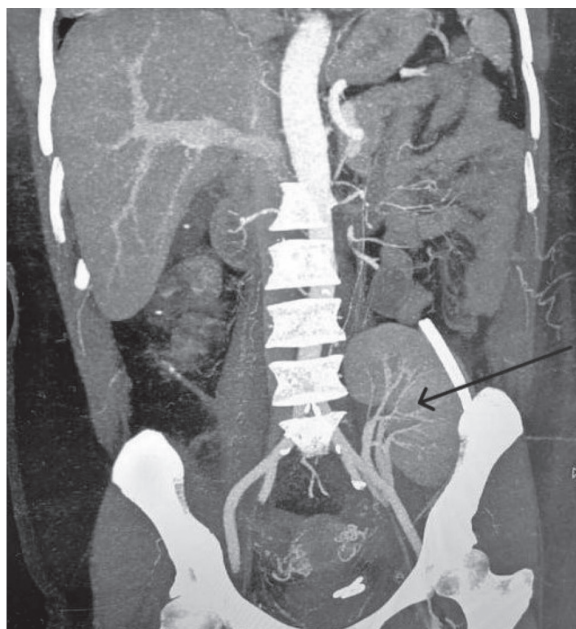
МСКТ-изображение живота пациента в фронтальной проекции с контрастированием (артериальная фаза): почечный трансплантат определяется на наружной подвздошной артерии, равномерное накопление контрастного вещества в почке плотностью до 107 HU, паренхима однородной структуры (стрелка).
